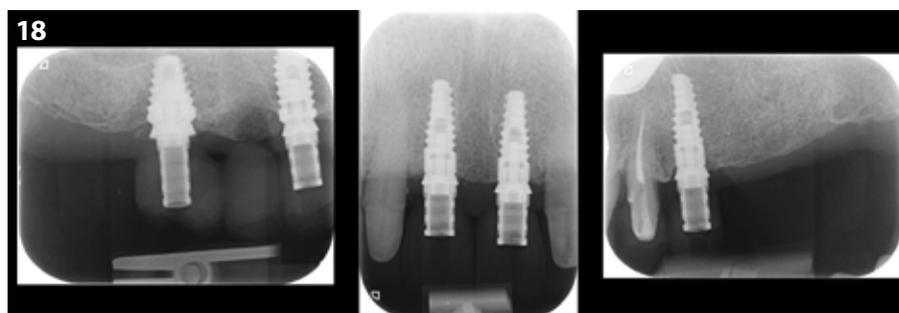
Radiografías periapicales para verificar la correcta colocación de las restauraciones provisionales sobre implantes.
